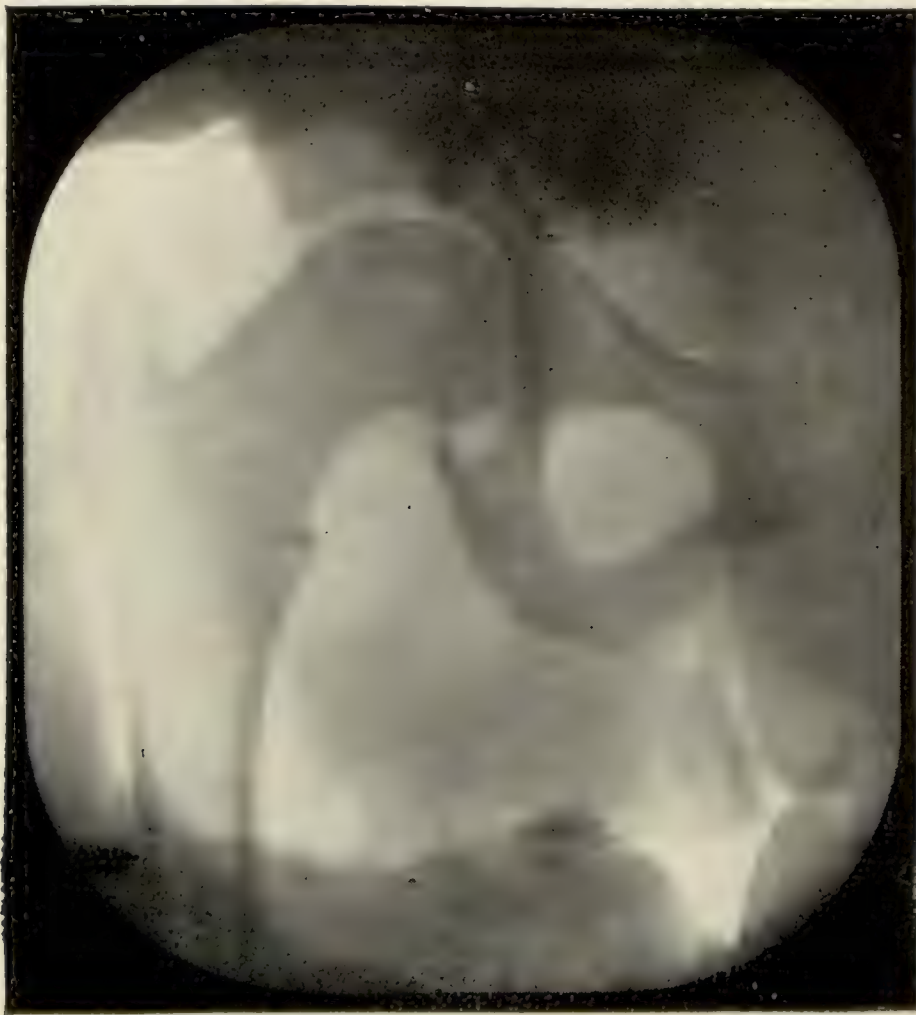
Dasselbe Kind 5 Wochen später, die Radiographie ist durch ein Fenster des Gipsverbandes genommen. Das Bild ist dasselbe, wie bei einem normalen Femur in Innenrotation. Ausgezeichnete anatomische und funktionelle Heilung (diese Heilung ist desto bemerkenswerter, weil die Fraktur nicht erkannt und während 7 Monaten ohne Behandlung geblieben war).
